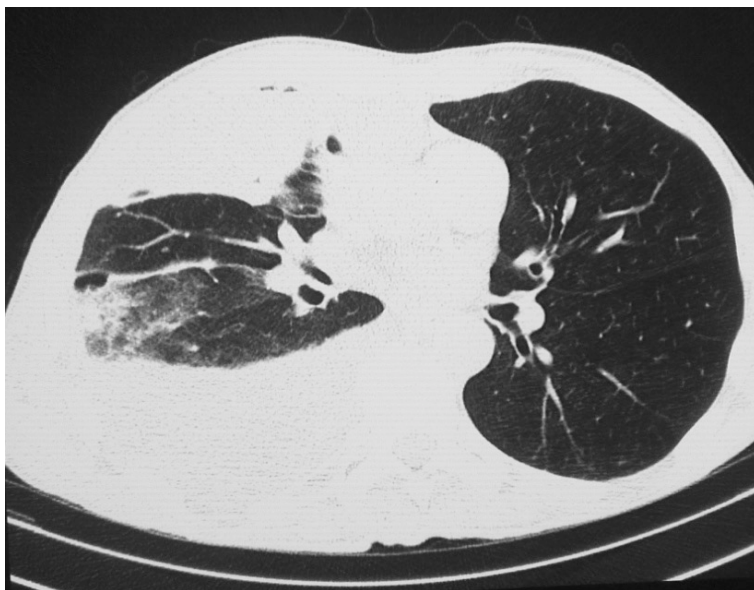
КТ-картина мезотелиомы плевры справа. Определяется осумкованная жидкость в правой плевральной полости.
